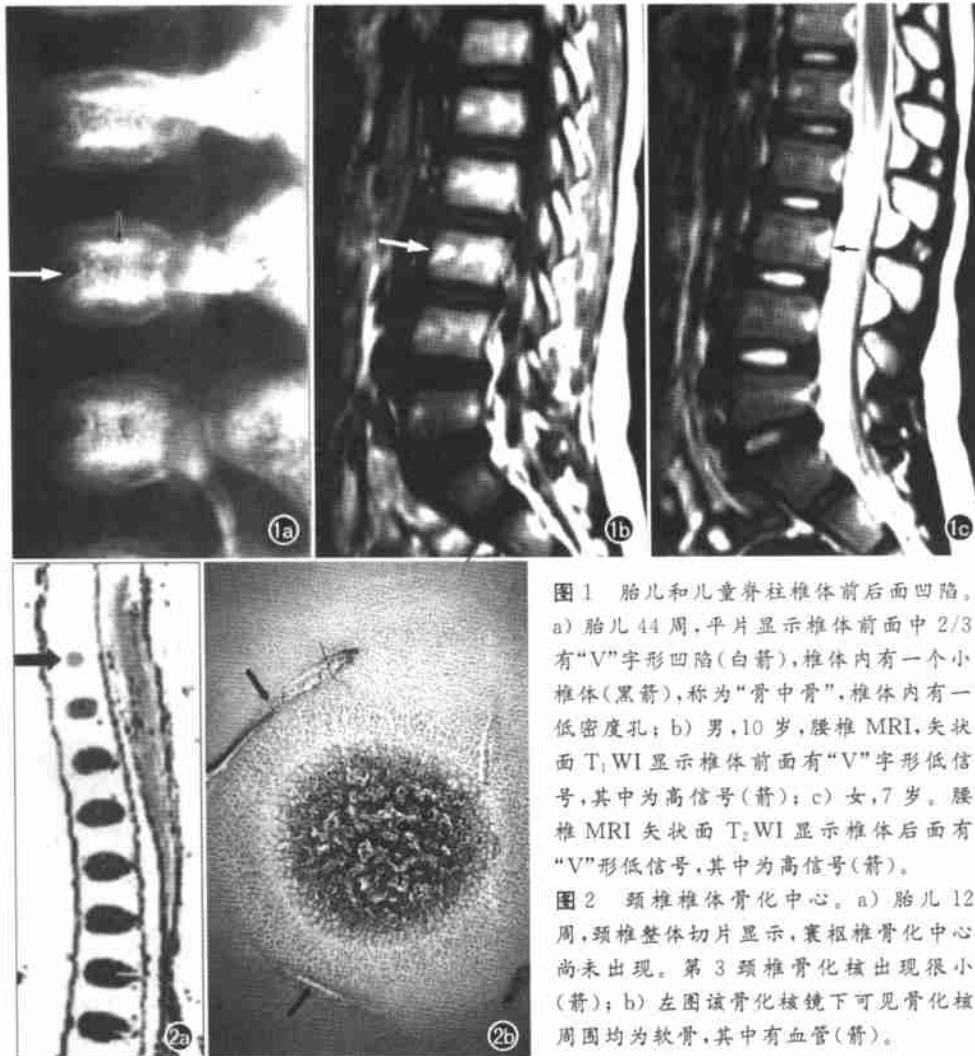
胎儿和儿童脊柱椎体前后凹陷。a) 胎儿 44 周, 平片显示椎体前面中 2/3 有“V”字形凹陷(白箭), 椎体内有一个小椎体(黑箭), 称为“骨中骨”, 椎体内有一低密度孔; b) 男, 10 岁, 腰椎 MRI, 矢状面 T₁WI 显示椎体前面有“V”字形低信号, 其中为高信号(箭); c) 女, 7 岁。腰椎 MRI 矢状面 T₂WI 显示椎体后面有“V”形低信号, 其中为高信号(箭)。
